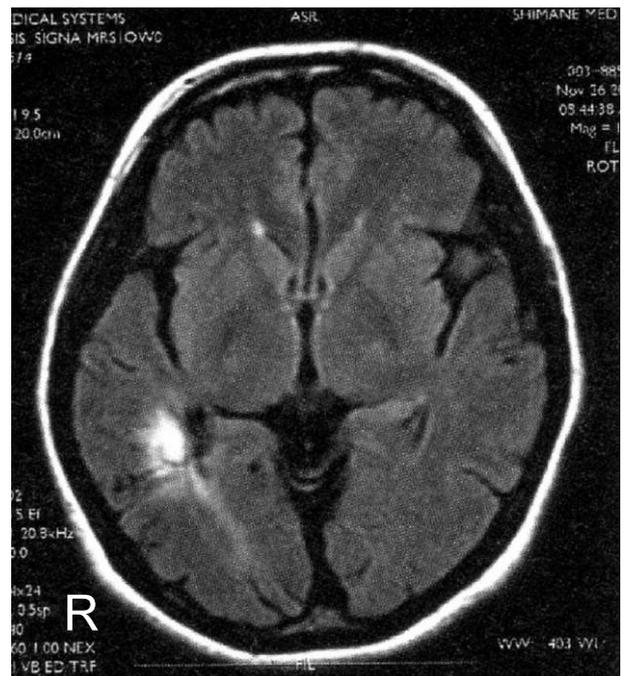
失運動視自覚後の右横静脈洞血栓症 (39 歳女性) の頭部 MRI 軸性断 (FLAIR 画像).
